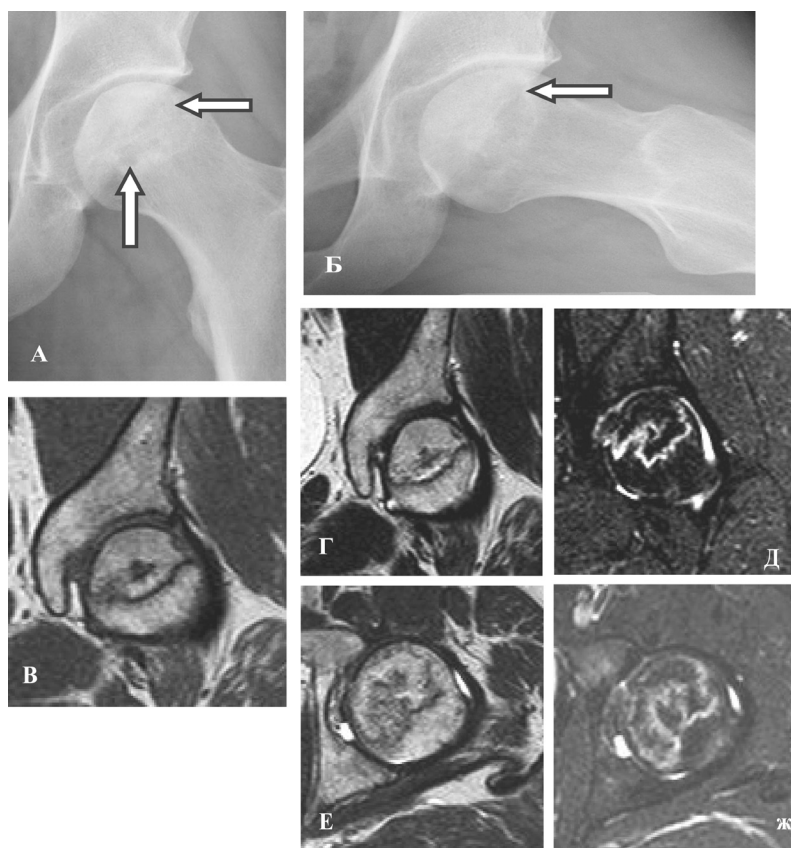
Р-гр и МРТ пациента О., 31 год с остеонекрозом головки бедра 2 ст.: А, Б – р-гр в прямой проекции и по Lauenstein: сохранена сферичность головки, зоны остеосклероза и остеолиза центральной части указаны стрелкой, В – T1cor, Г – T2 cor, Д – STIR cor: отграничение зоны некроза и здоровой кости, Е – T2 ax, Ж- STIR ax: отек костного мозга, хрящ и субхондральная кость не повреждены
